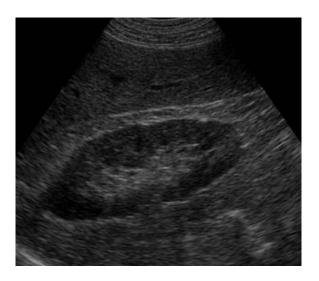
Ecografía renal normal. Fíjese en la diferenciación de corteza y médula renal.
